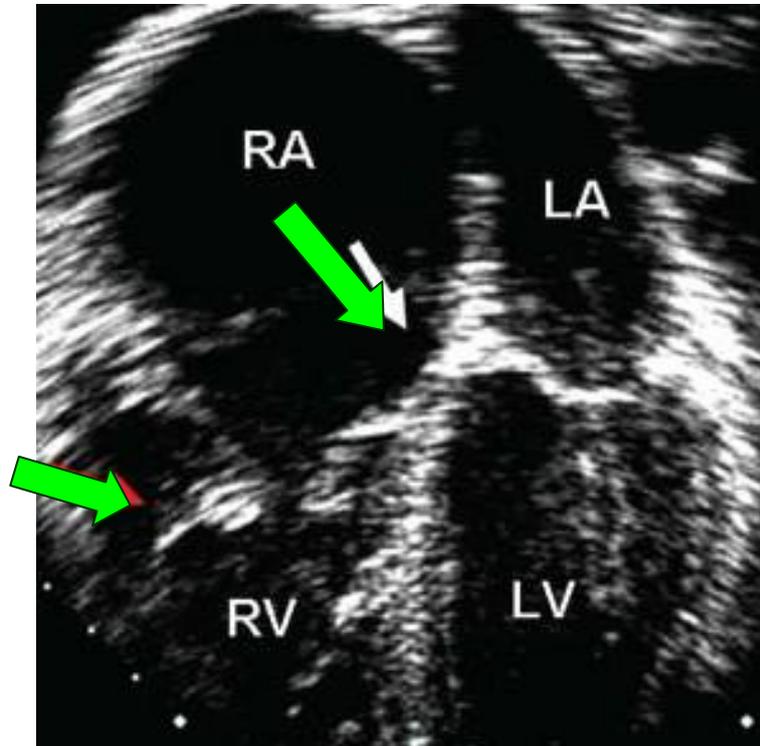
Эхокардиография аномалии Эбштейна. Стрелками указано смещение септальной створки клапана и выраженная регургитация в связи с неполной кооптацией створок трехстворчатого клапана
